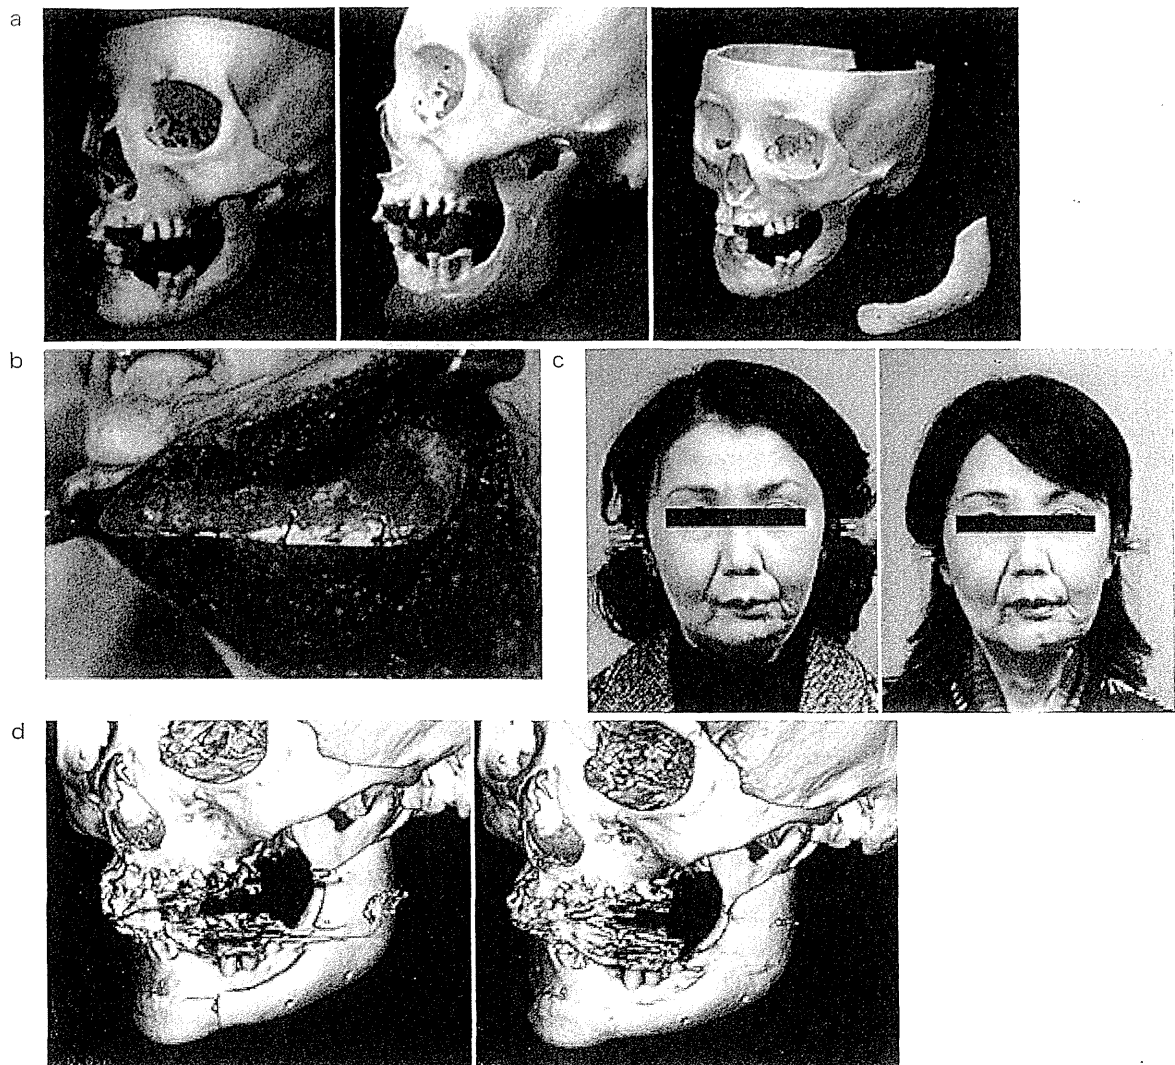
カスタムメイド型人工骨 (CT-Bone) の臨床応用
